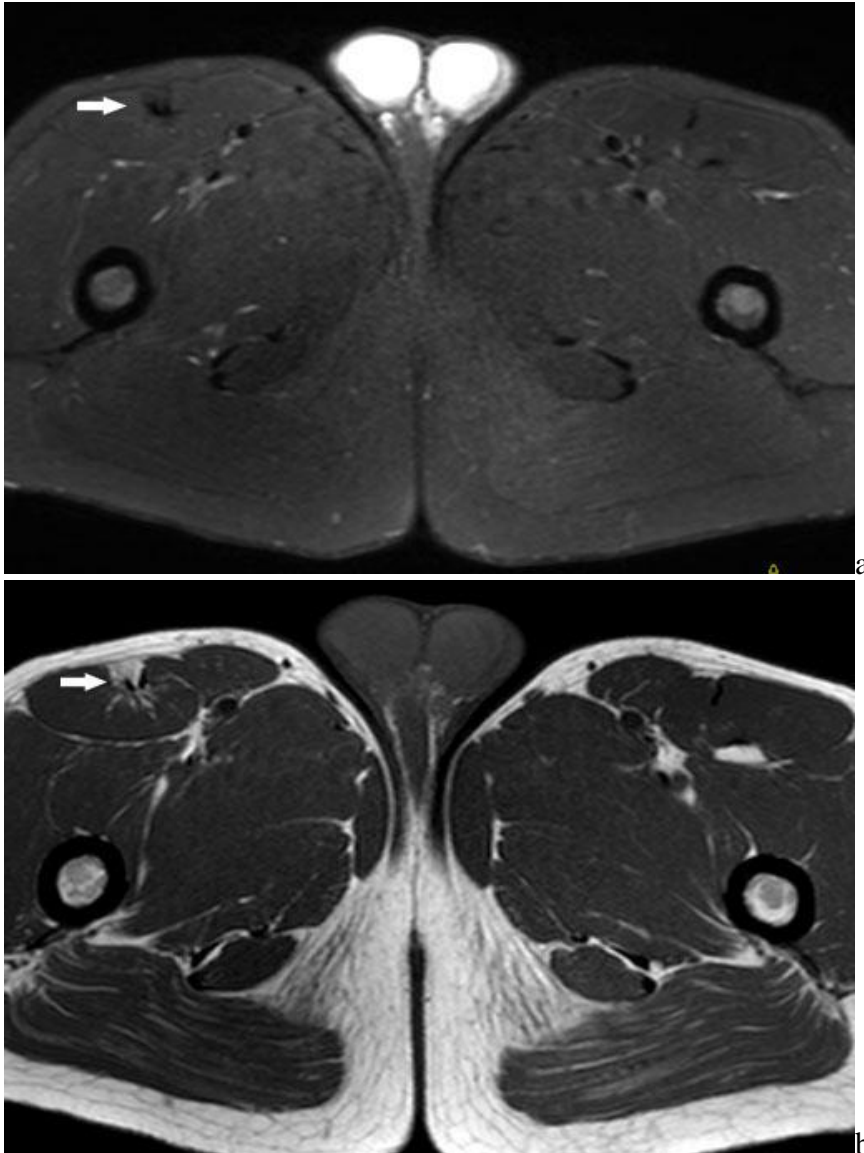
IRM en séquences axiales T2 FS (a) et T1 (b) de la cuisse droite.
